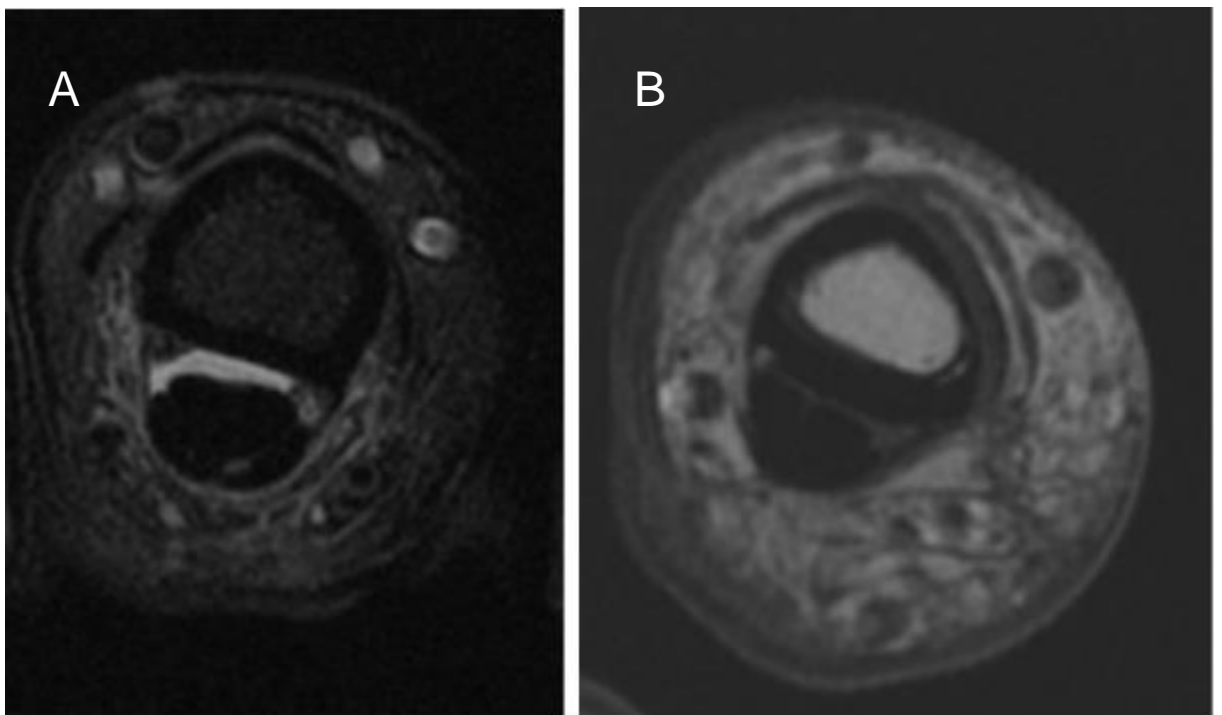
Images d'IRM. A, T2 avec suppression graisse. B, T1
